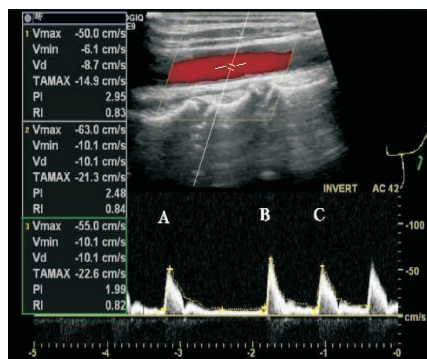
PVC发生前(A)、发生时(B)及发生后(C)颈动脉超声图像
